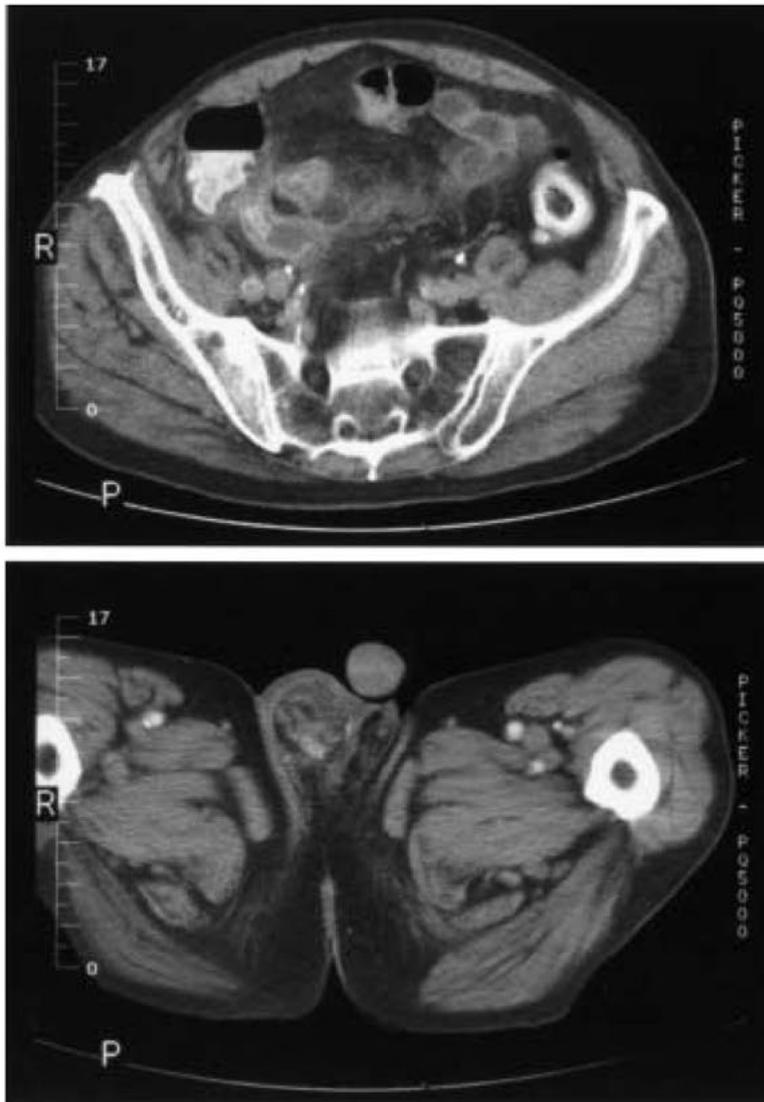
Computertomographie bei Appendicitis acuta. 76-jähriger Patient, 12-stündige Anamnese von plötzlich aufgetretenen Unterbauchschmerzen. Klinisch diffuse Peritonitis, geschwollener, geröteter und stark druckdolenter Hodensack rechts. Lc 14 700, CRP 186 mg/l. Im Ultraschall Verdacht auf Appendicitis perforata bei gleichzeitiger Leistenhernie rechts. Aufgrund des erhöhten OP-Risikos weitere Abklärung mittels CT. Diagnose einer Appendicitis perforata mit Appendikolith (a) und Senkungsabszess ins rechte Skrotalfach durch eine indirekte Inguinalhernie (b). Offene Appendektomie durch Wechselschnitt und Bestätigung der CT-Diagnose.
